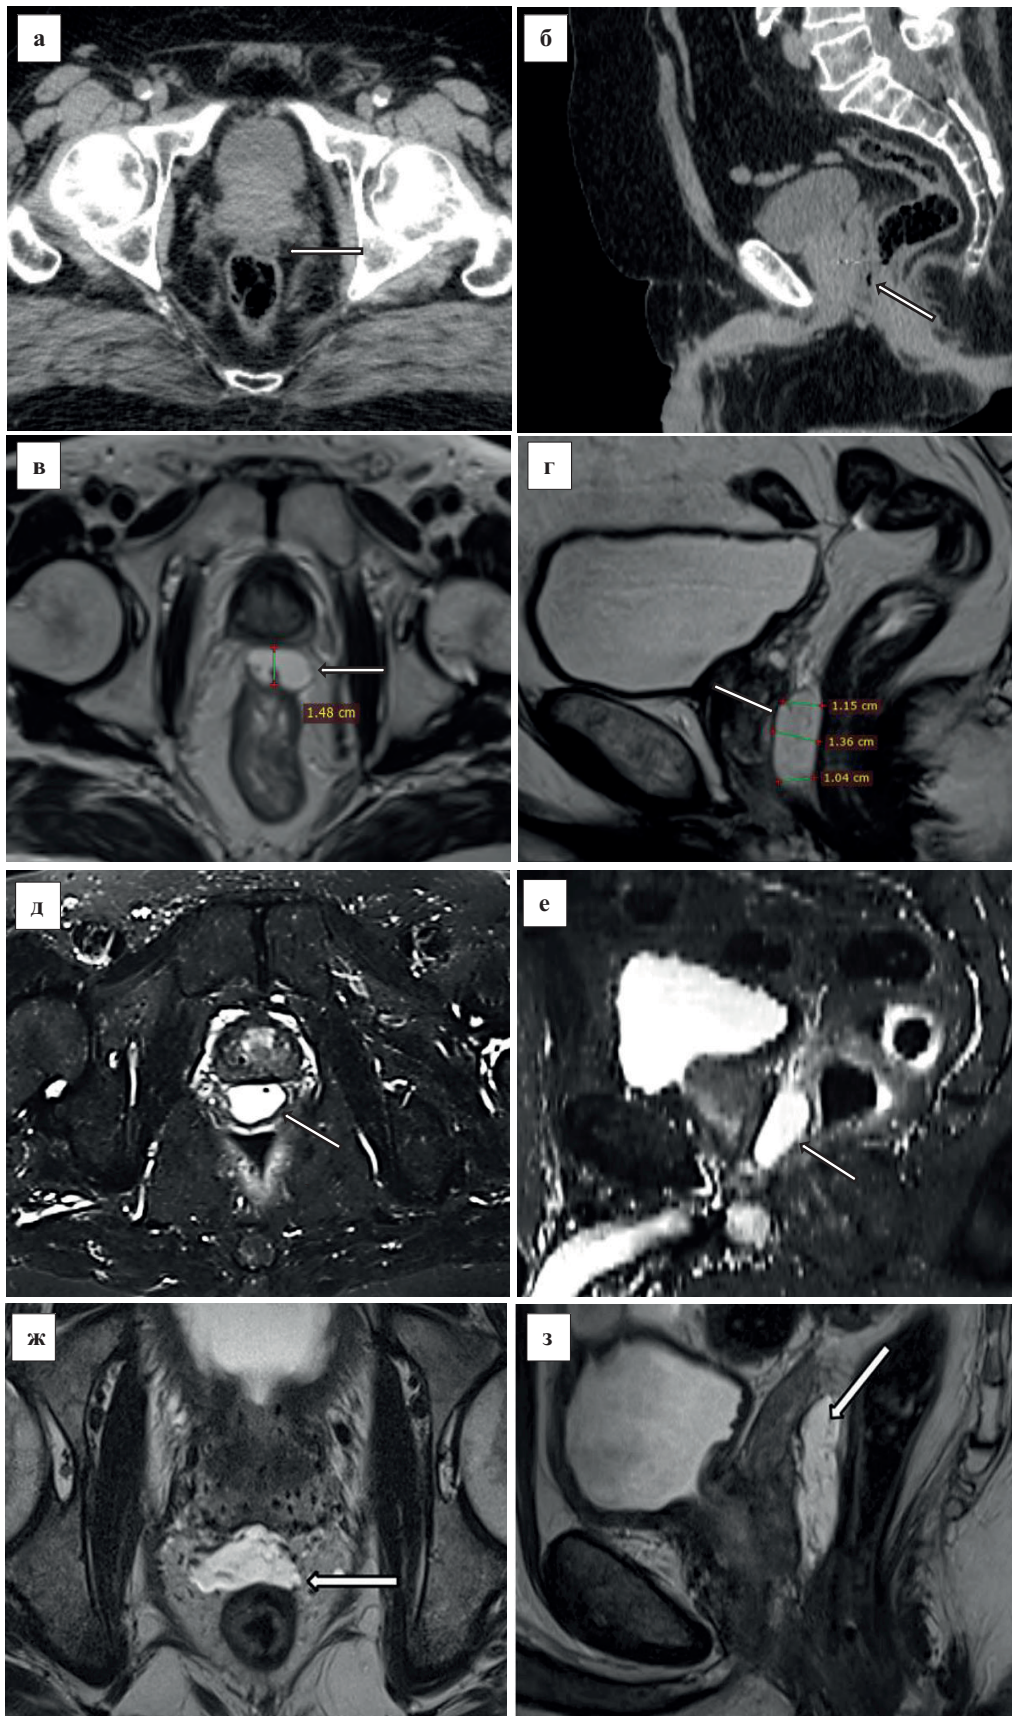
Примеры успешной имплантации БДС: а — КТ-топометрия, демонстрирующая недостаточно четкую визуализацию границ спейсера (аксиальный скан) (СфероГЕЛЬ®); б — КТ-топометрия (сагиттальный скан), видны постимплантационные пузырьки воздуха в объеме введенного препарата (СфероГЕЛЬ®); в — МР-топометрия (axial T2 space) (СфероГЕЛЬ®); г — МР-топометрия (sagittal T2 space) (СфероГЕЛЬ®); д — МР-топометрия (axial TIRM) (СфероГЕЛЬ®); е — МР-топометрия (реконструкция sagittal TIRM) (СфероГЕЛЬ®); ж — МР-топометрия после имплантации БДС на основе ПЭГ (SpaceOARTM) (axial T2) [10]; з — МР-топометрия после имплантации БДС на основе ПЭГ (SpaceOARTM) (sagittal T2) [10]
